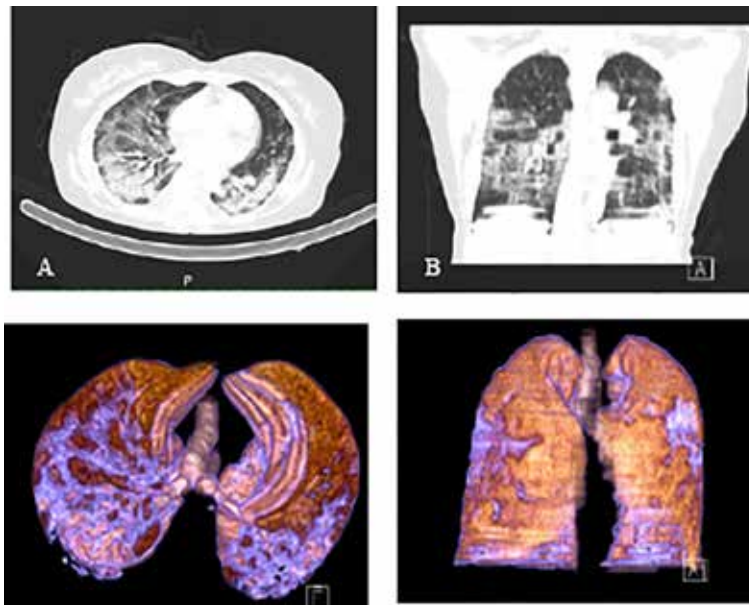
Tomografía de tórax en corte axial (A) y reconstrucción coronal (B) donde es evidencia extensas opacidades en vidrio deslustrado bilateralmente, complicadas con consolidado alveolar con Broncograma aéreo. Las imágenes C y D muestran reconstrucciones 3D axial y coronal, herramientas de utilidad para determinar la extensión de la afectación pulmonar en este tipo de casos.
